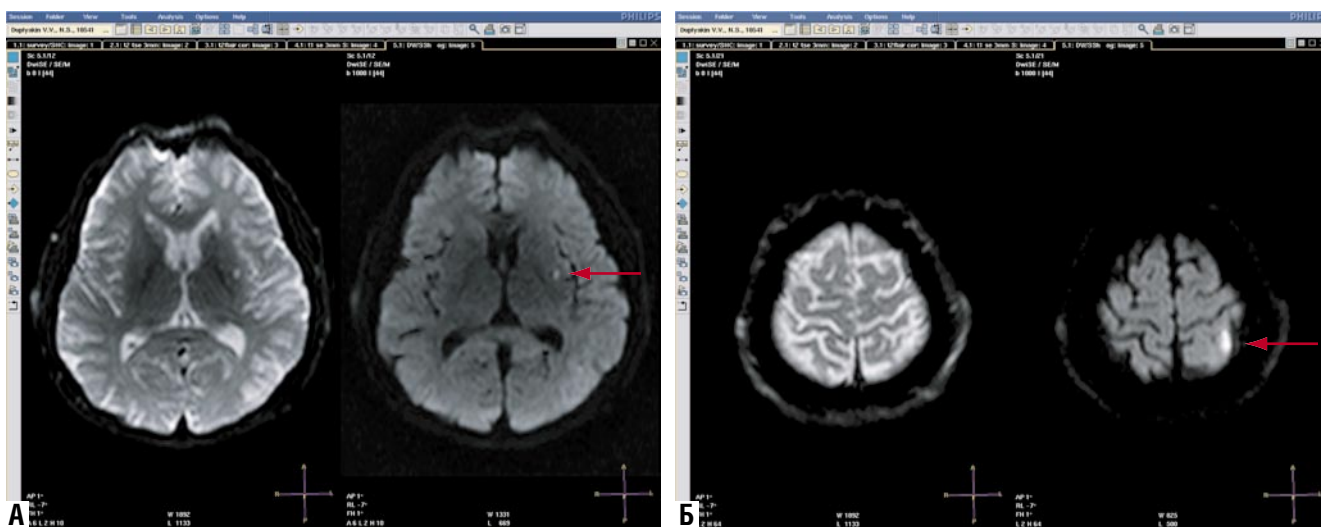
МРТ головного мозга в диффузионном режиме: А – лакунарный ишемический очаг в области наружной капсулы слева диаметром 7 мм; Б – территориальный ишемический очаг в левой теменной доле 2,9×2,1×2,5 см.
